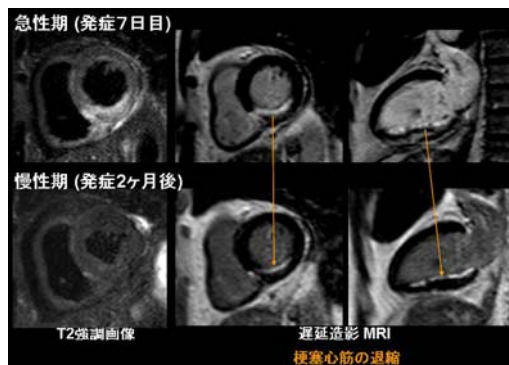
急性心筋梗塞(下壁梗塞)におけるT2強調画像と遅延造影MRI。T2強調画像における浮腫領域は遅延造影を示す壊死領域よりも広い。この症例では下壁の心筋バイアビリティは保たれている。
